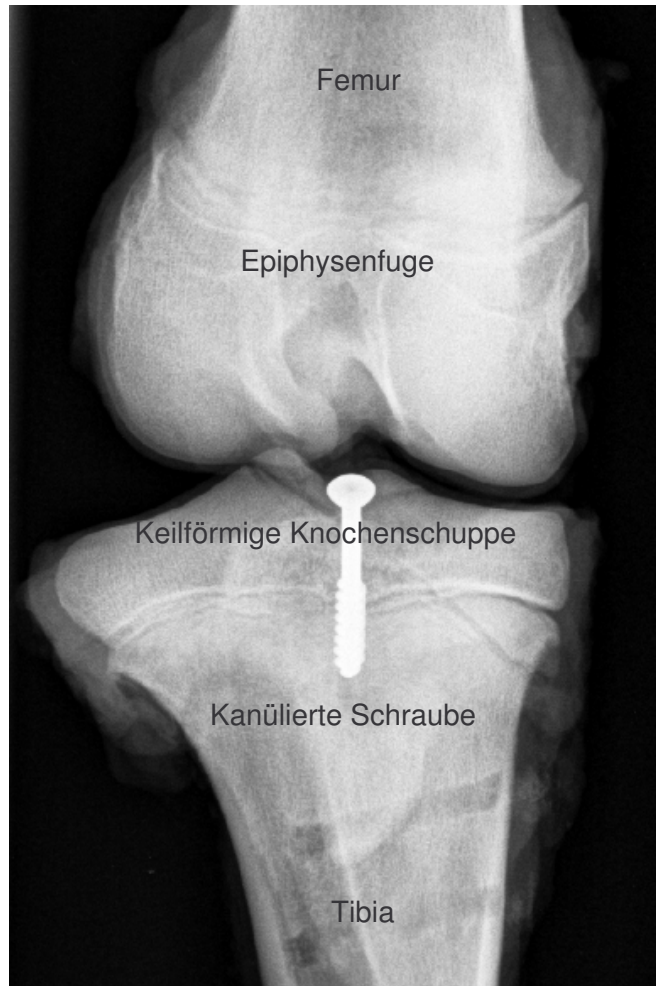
Fixation der Knochenschuppe mit einer Schraube in antero-posteriorer Röntgenprojektion
